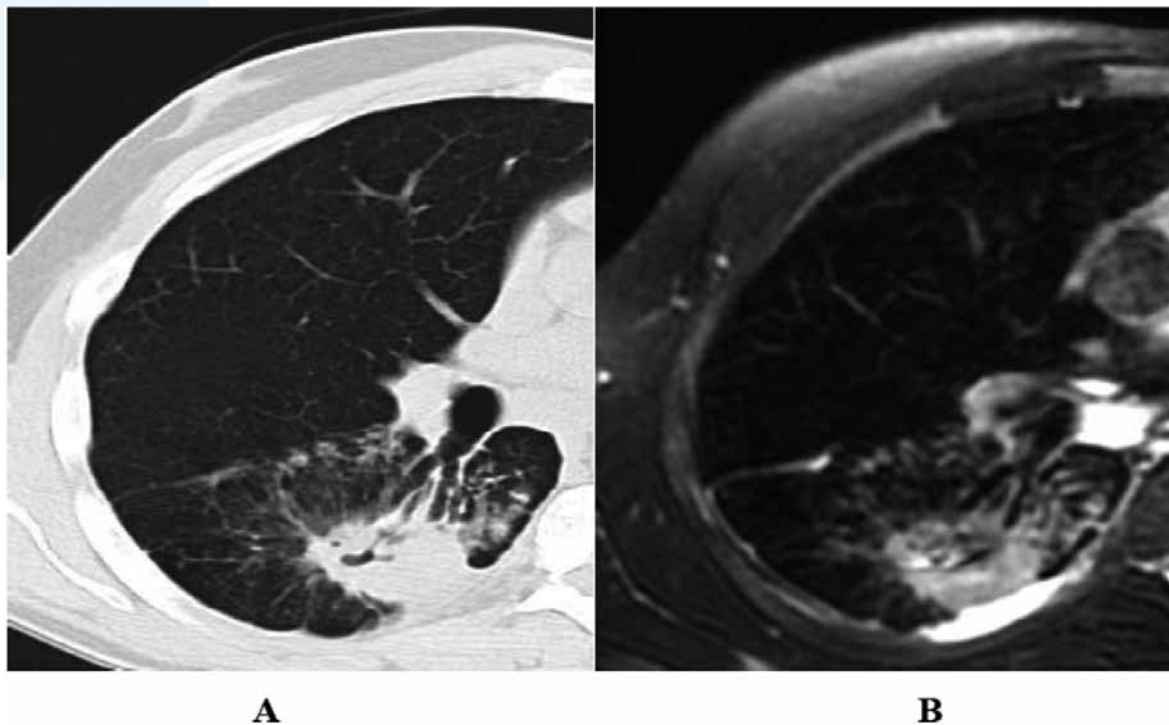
(A e B) A) HRCT mostra un infiltrato escavato B) RM con sequenza T2 dipendente in condizioni di base identifica altrettanto bene della TC l'infiltrato escavato, identificando una minima quota di versamento pleurico e linfonodo mediastinico marcatamente iperintenso.
